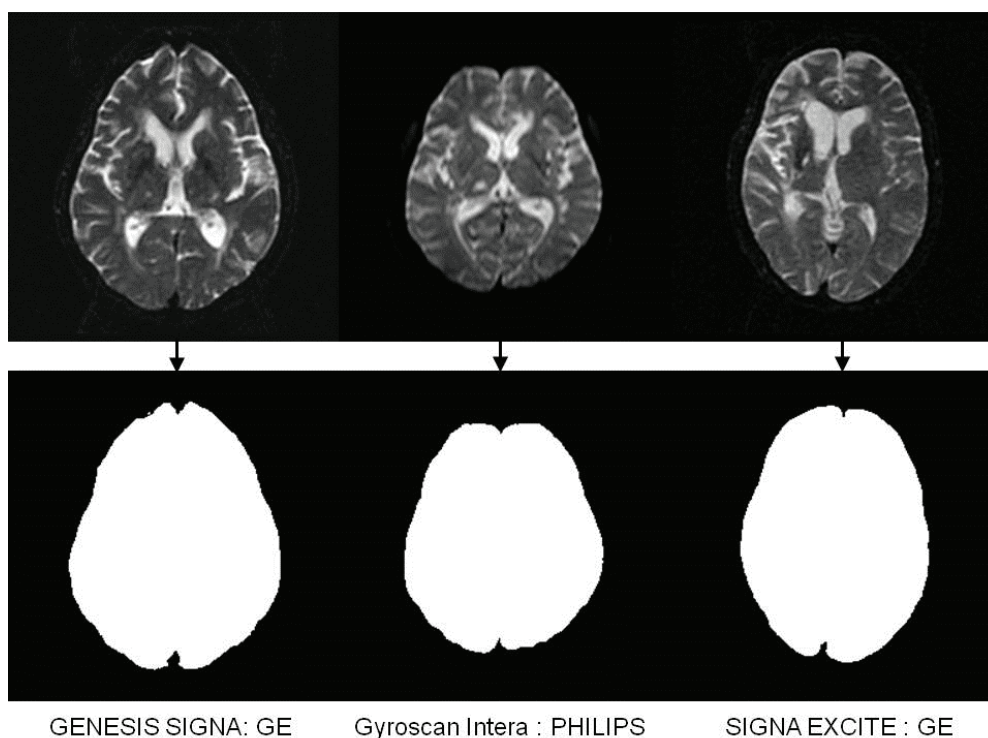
異なる MRI 装置で撮像された b0 画像 (上段) と脳実質部の抽出処理を施した 2 値化画像 (下段)
